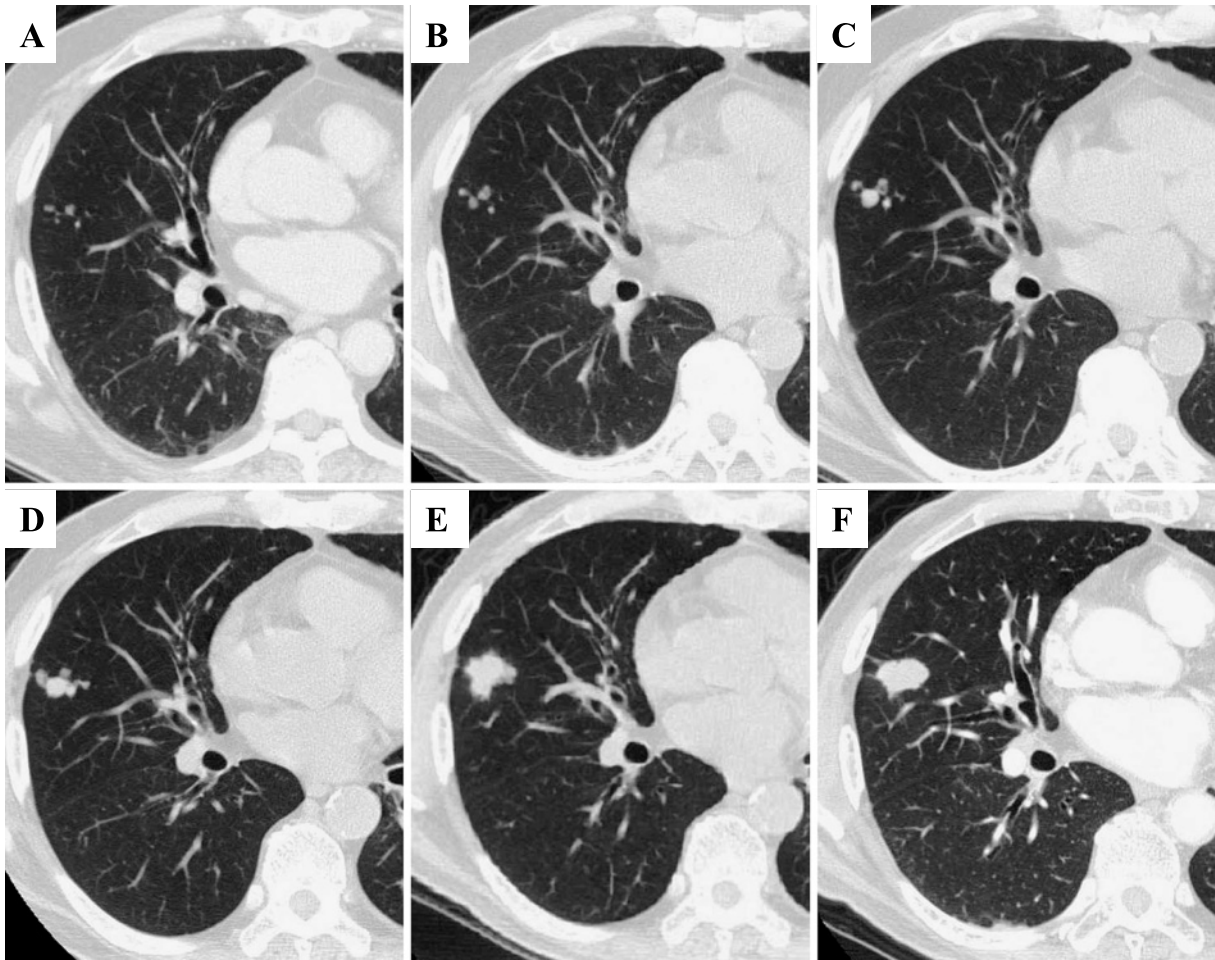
CT findings showing the progressive growth of the nodules. A: At the initial detection of the nodules detected. B: Five months later. C: Nine months later. D: 12 months later. E: 18 months later. F: 20 months later.
